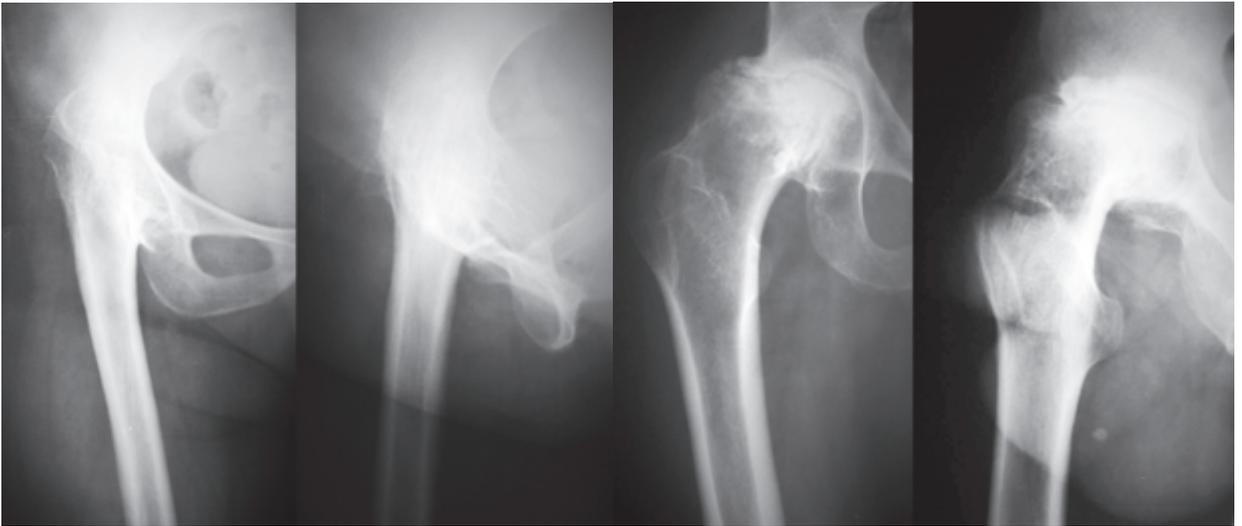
Рентгенограммы правого ТБС двух пациентов: а) пациентка 59 лет с костным анкилозом правого тазобедренного сустава, артродезирование тазобедренного сустава выполнено в возрасте 47 лет по поводу диспластического коксартроза, суставная щель рентгенологически не определяется, движения в тазобедренном суставе полностью отсутствуют; б) пациент 36 лет с фиброзным анкилозом правого тазобедренного сустава, сформировавшимся как исход остеонекроза головки бедренной кости – деформированная суставная щель рентгенологически определяется, амплитуда активных и пассивных движений в тазобедренном суставе менее 5°
